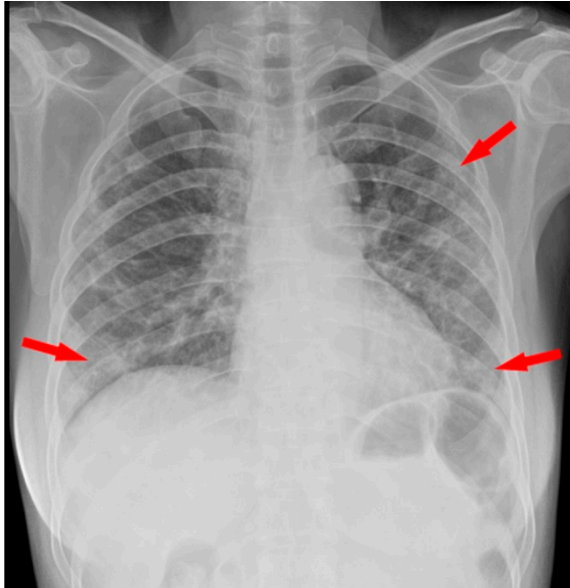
Radiografía de tórax en la que se observan opacidades parcheadas multilobares (señaladas por las flechas). Tomada de Zi Yue Zue et al. <sup>(32)</sup>
